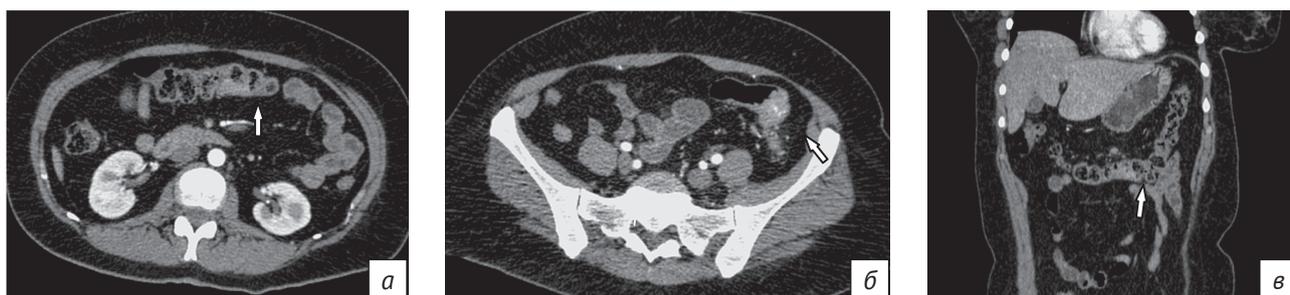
КТ-изображения органов брюшной полости:
